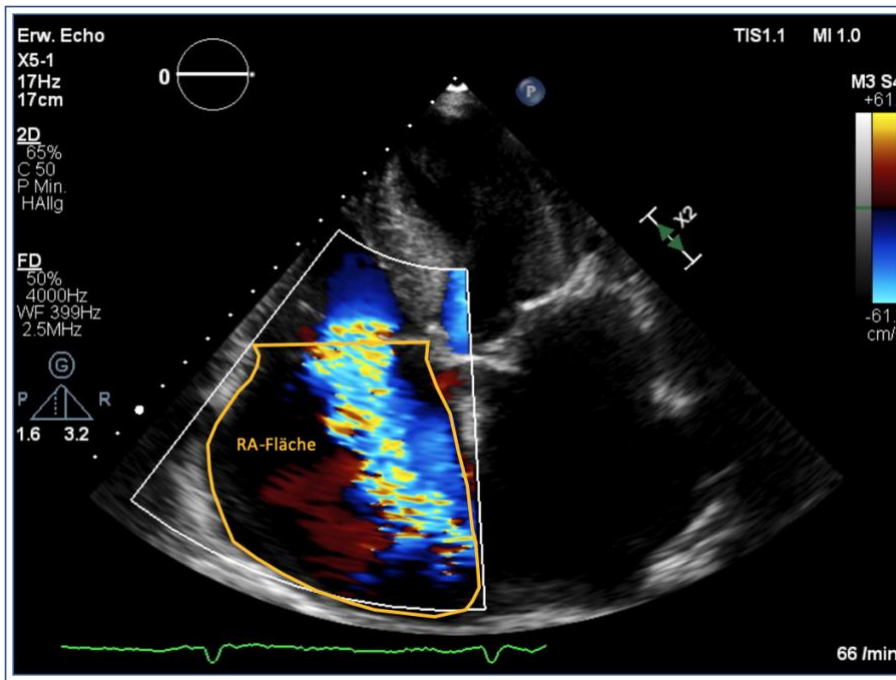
Echokardiographie RA-Fläche.
